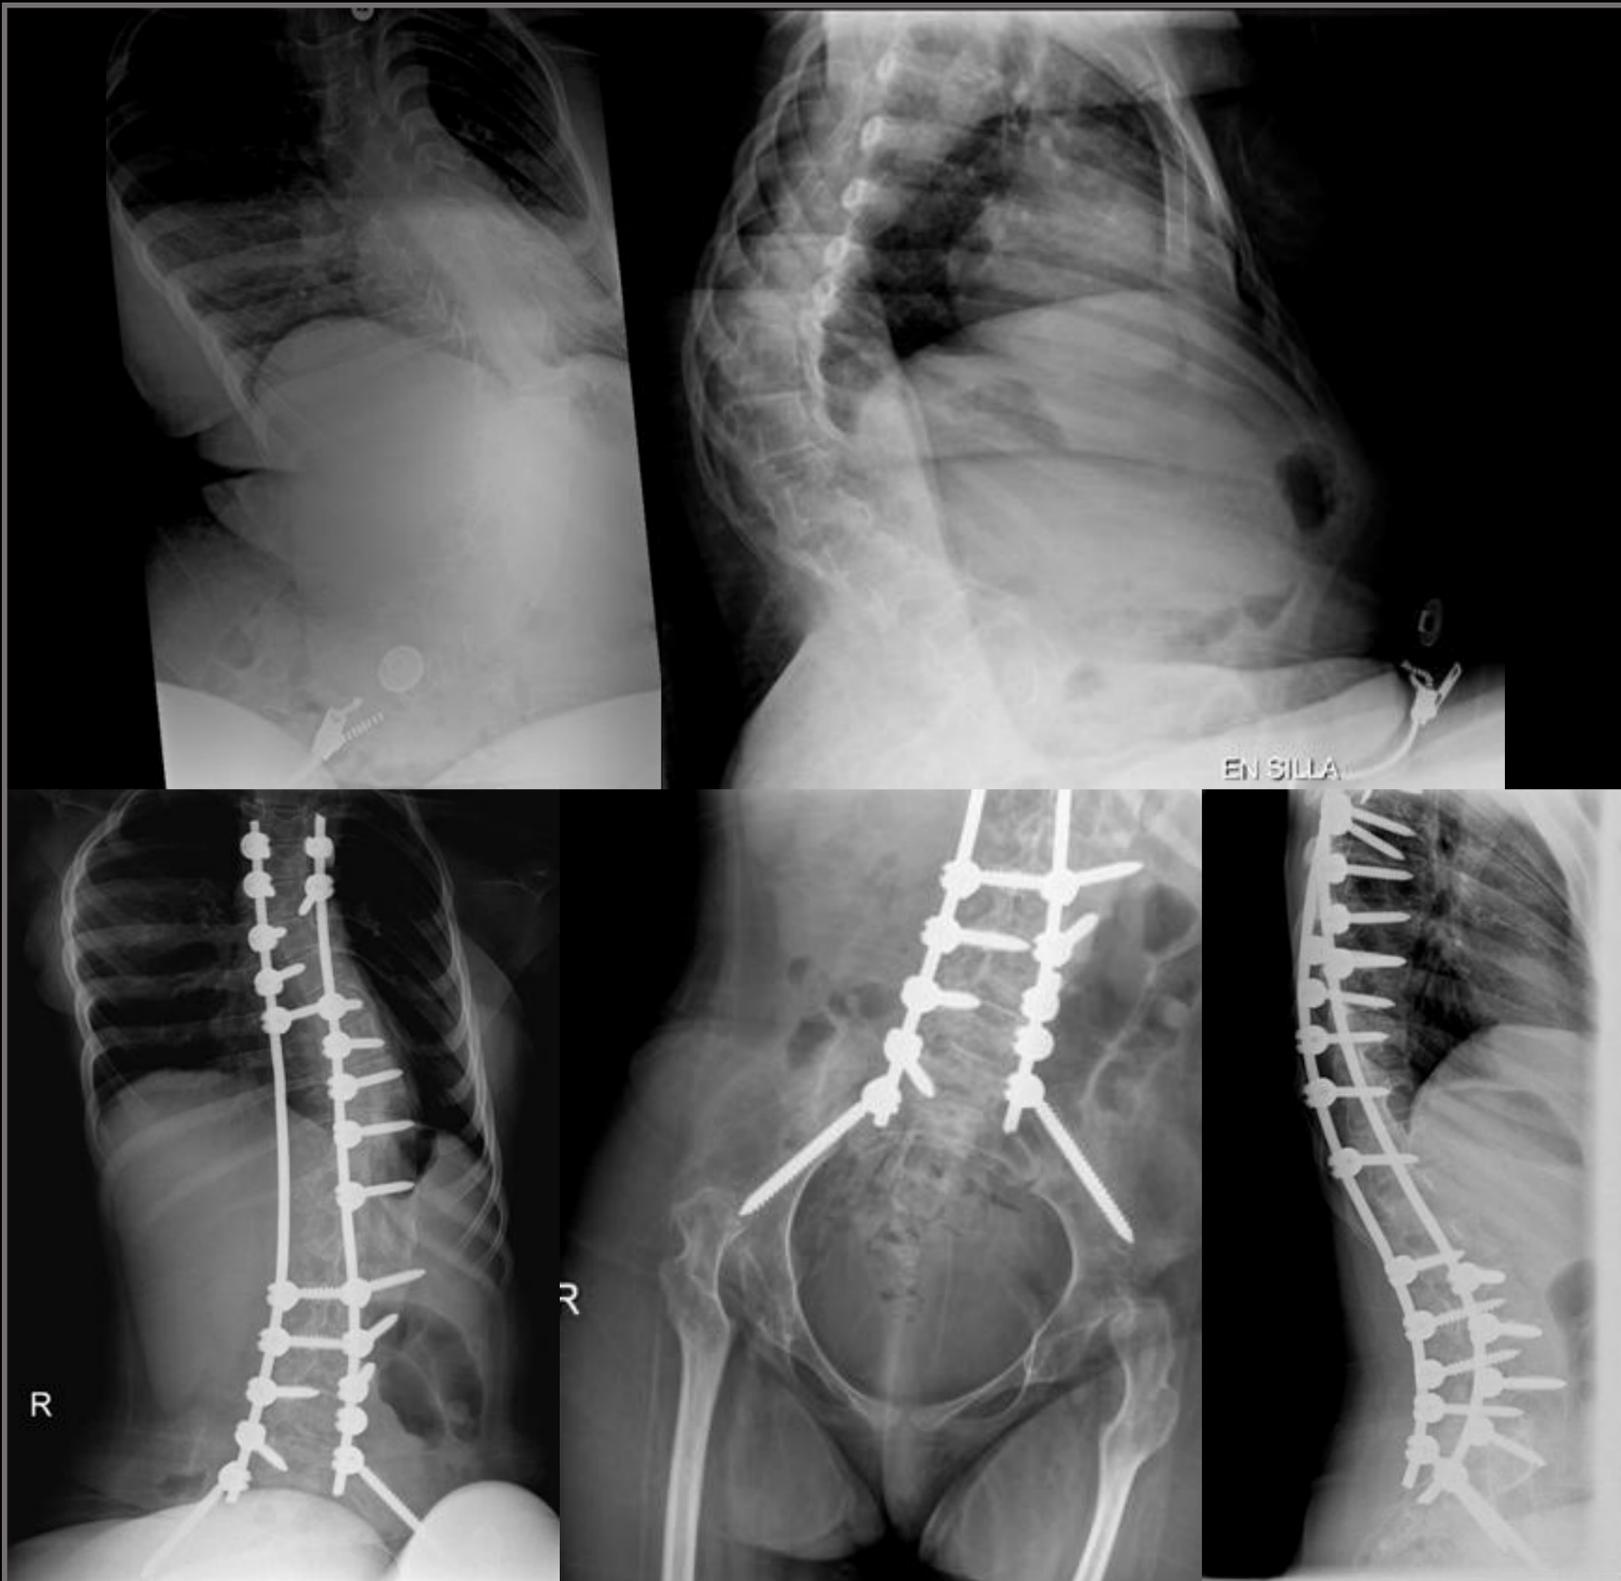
Primera fila: radiografías en sedestación de esqueleto axial en proyecciones anteroposterior (izquierda) y lateral (derecha) tras 6 semanas de tracción con halo. Segunda fila radiografías de esqueleto axial tras artrodesis.
